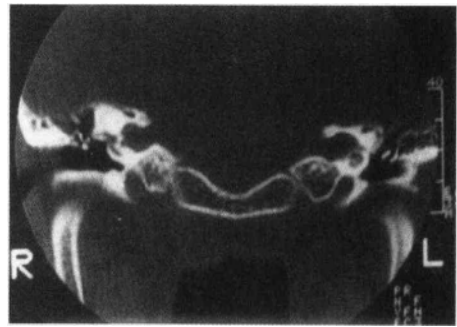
双侧听神经瘤(II 型神经纤维瘤病)男, 36 岁 左耳突发聋 3 个月, 测听双侧均高频下降, 左侧重, CT 示双侧内耳道壶腹状扩大, 左侧手术为前庭神经神经鞘瘤
